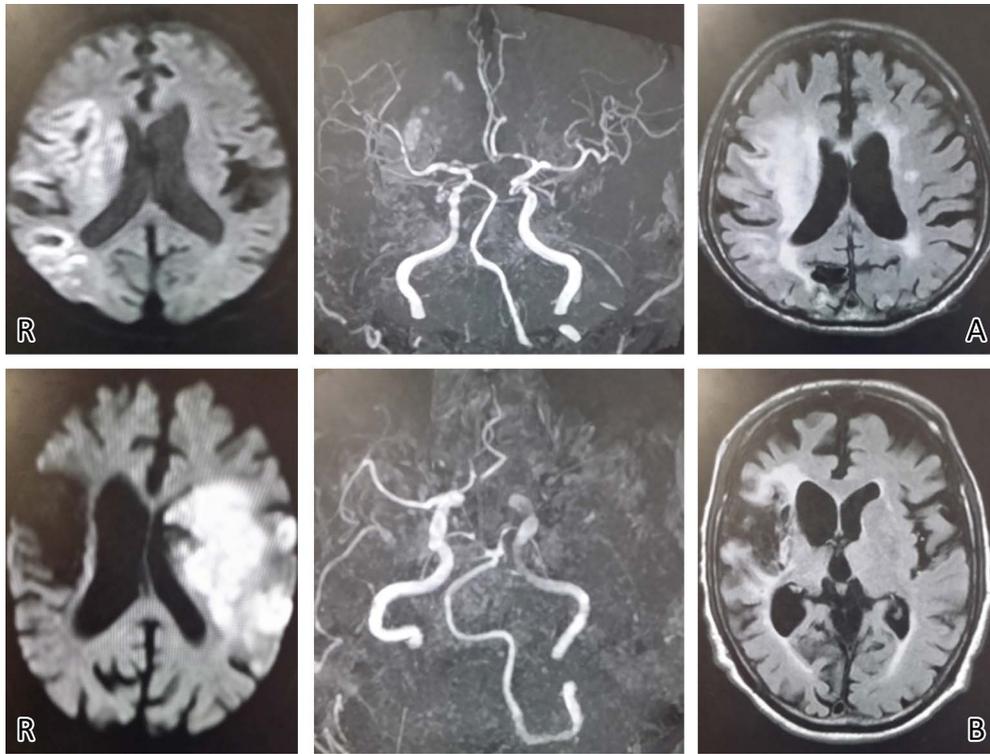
Findings from brain magnetic resonance imaging (MRI) in Cases 1 and 2.
